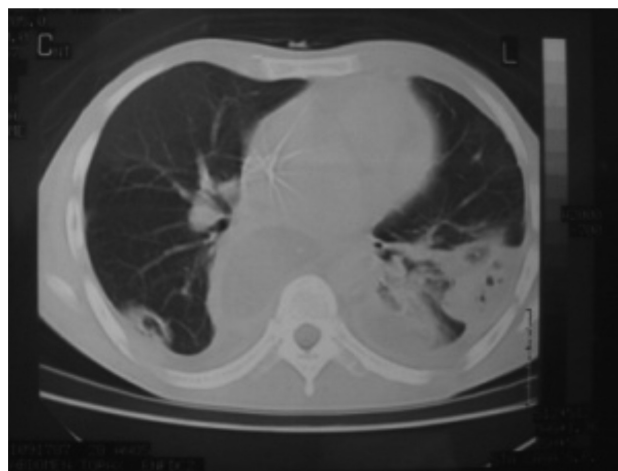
Tomografia computadorizada evidenciando coleções bilaterais de grande volume em tórax.
